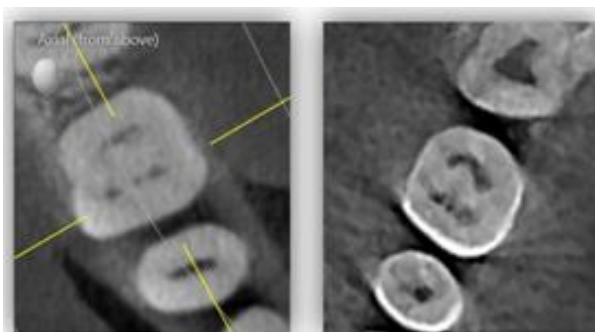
Middle mesial canal seen in axial section of CBCT scan
